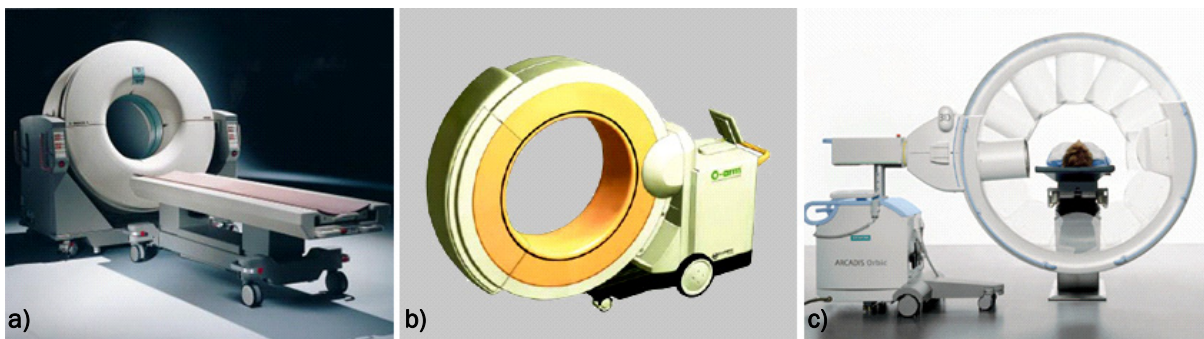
Intraoperative Bildgebung a) Tomoscan M CT(©Philips) b) O-Arm (©Medtronic) c) Arcadis Orbic 3D-Bildwandler (©Siemens)
